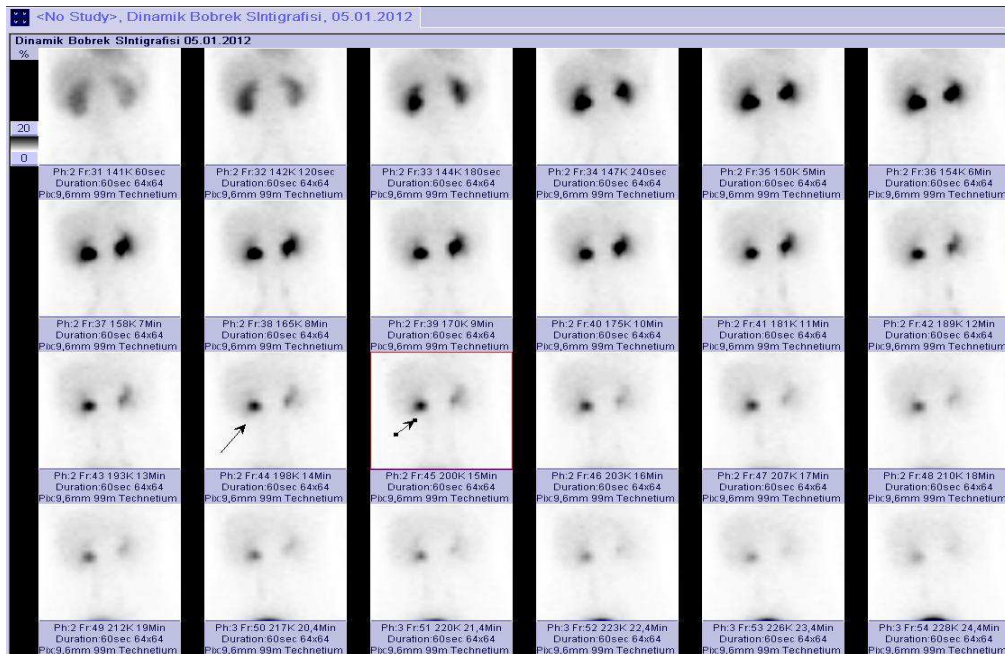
Meckel Divertikülü Sintigrafisi anterior imajlar (fokal aktivite tutulumu ok işareti ile gösterilmiştir)
